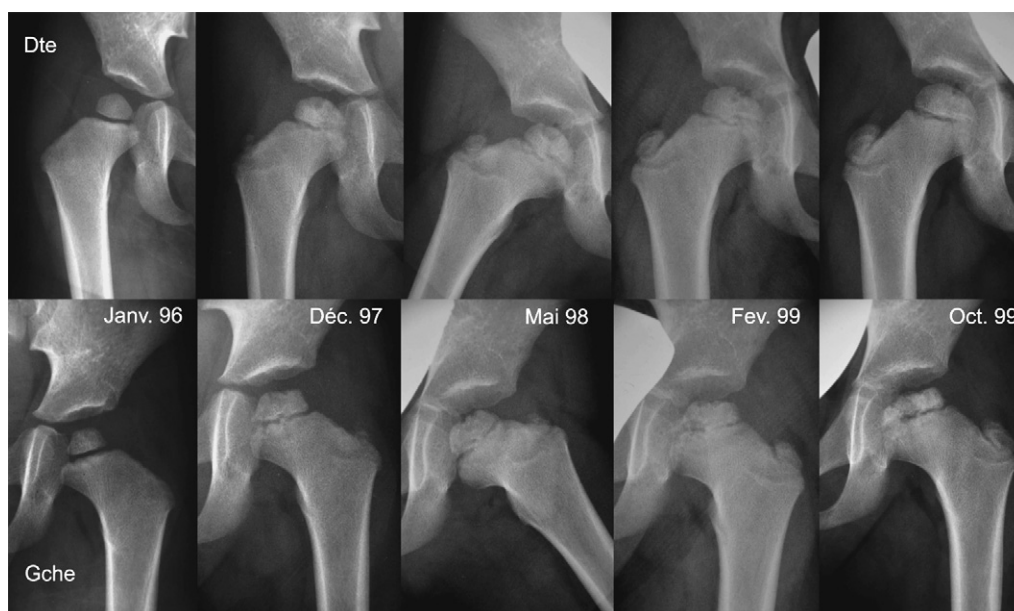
Différentes phases évolutives des ostéocondrites sur la radiographie de bassin de face. Les radiographies de hanche droite (sus-jacente) et gauche (sous-jacente) pour une même période sont superposées. L'épiphyse fémorale droite est reconstruite sur le cliché d'octobre 1999, alors que l'épiphyse fémorale gauche reste encore fragmentée.
